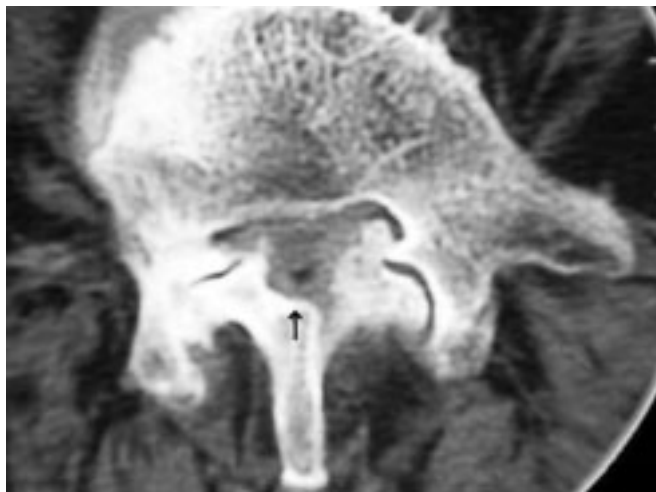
Sténose des récessus latéraux de L5 par spondylolisthésis dégénératif. Coupe TDM axiale. Remarquer l'avancée de l'arc neural de L4 (flèche) qui vient comprimer les racines L5 dans les récessus.
